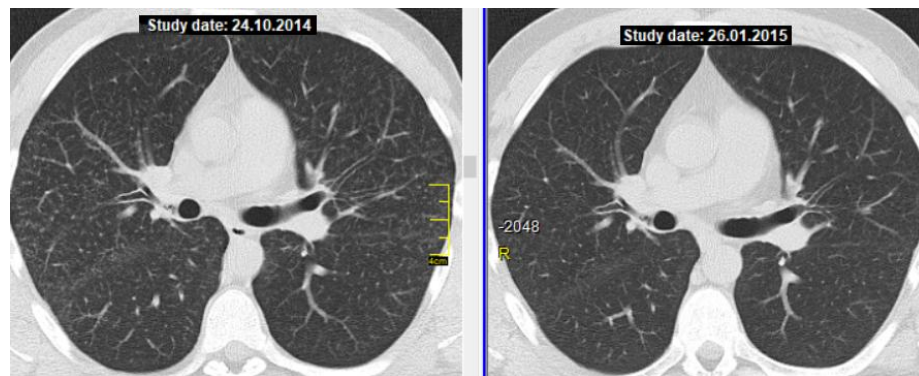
КТ хворого Т., 25 років. Зліва – до лікування, праворуч – через 3 міс ГКС-терапії.
